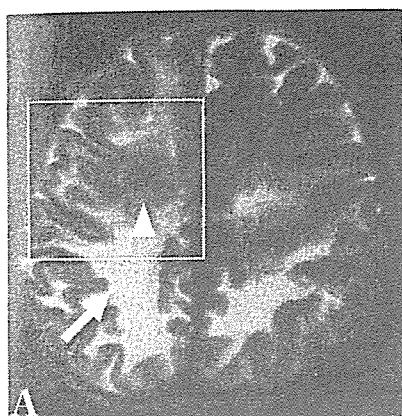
基底核より上のレベルにおけるMRI T2強調画像(A)と固定後剖面(B), HE染色ルーペ像(C)。A, Bにおける矩形枠が、HE標本ルーペ像に対応。深部白質に認められる広範な高信号病変はPML(↑)で、その内部にあった腫瘍病変は(▲)はmalignant lymphomaであった。
